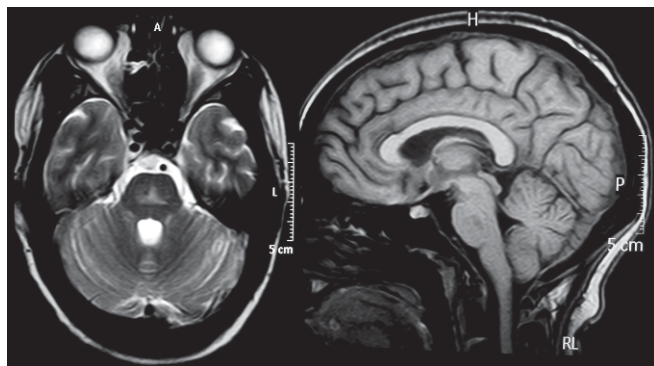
MRI of the Head. Hyperdense image on T2 (axial) and hypodense in T1 (sagittal), triangular and without capture, at the geometric center of the pons. Bat-wing shape seen on axial view.
